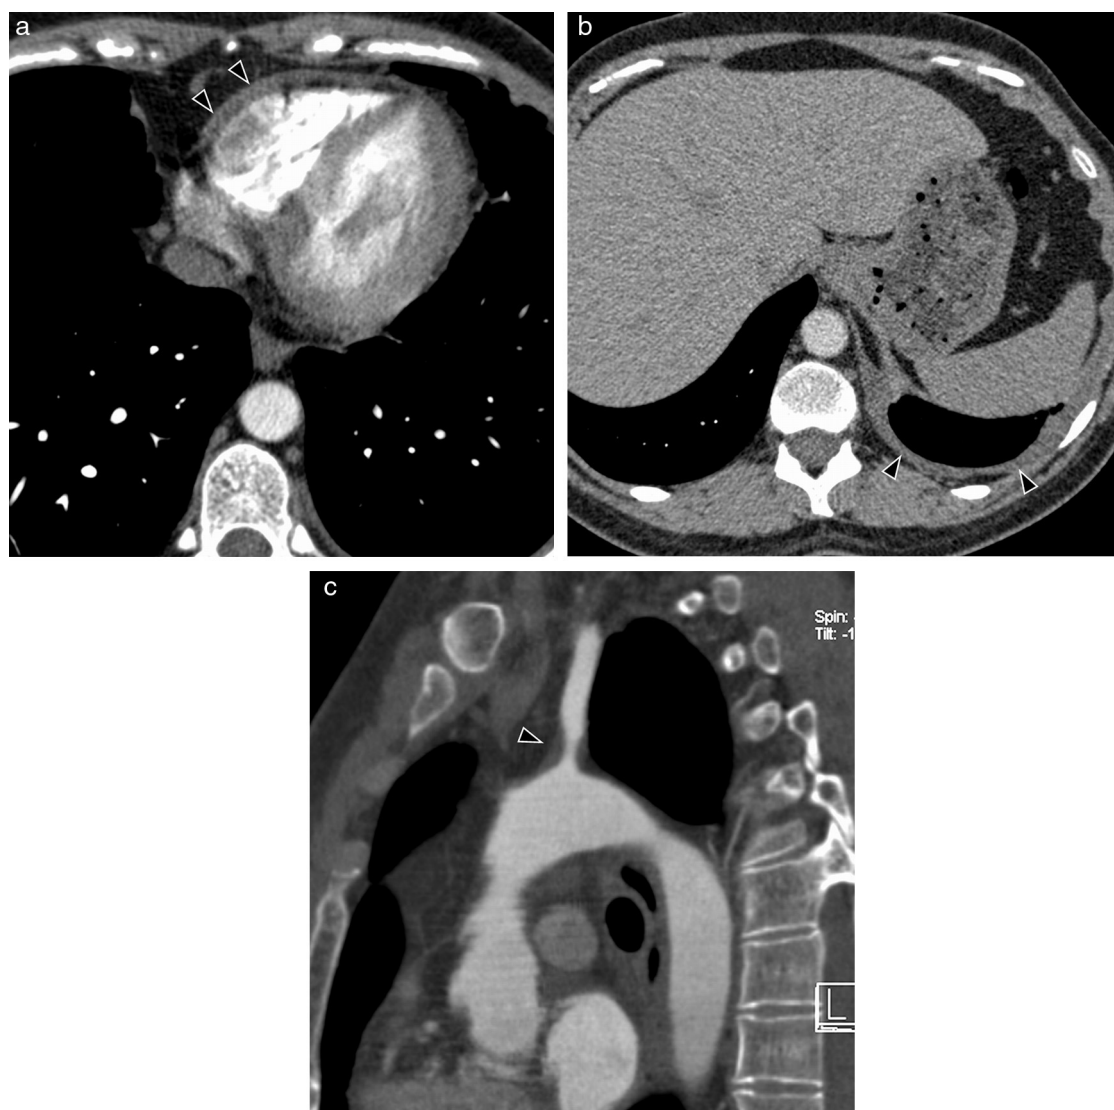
Lupus eritematoso sistémico en una mujer de 36 años. Imágenes axiales de TC con contraste que muestran la afectación de serosas: a) engrosamiento pericárdico (cabezas de flecha) y b) derrame y engrosamiento pleural izquierdos (cabezas de flecha). c) Reconstrucción MPR sagital de TC con contraste que muestran engrosamiento mural y estenosis de la arteria subclavia izquierda (cabeza de flecha).
